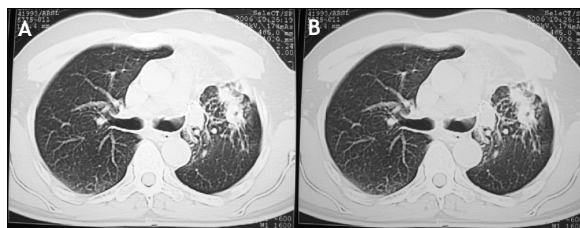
Tomografia computadorizada (TC) do tórax com 5 meses de terapêutica.
